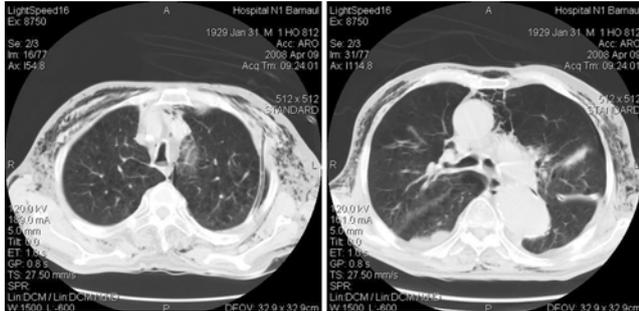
Компьютерные томограммы в прямой проекции органов грудной клетки больного 79 лет на 9-е сут. после поступления в клинику
